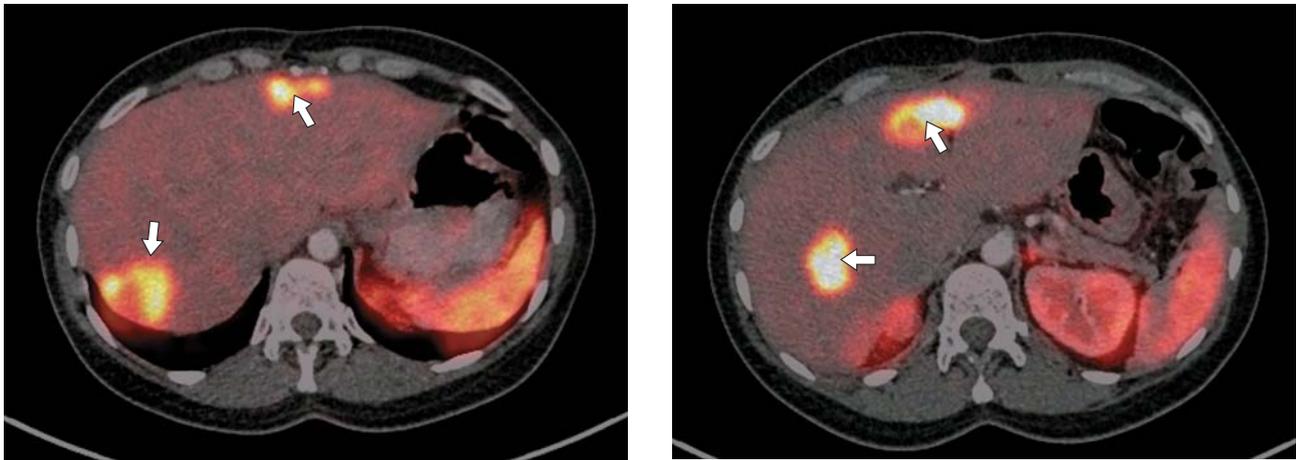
Позитронно-эмиссионная компьютерная томограмма. Метастазы НЭО в печени (указаны стрелками) перед ТП. Исследование с ^{68}Ga -DOTA-TATE.
